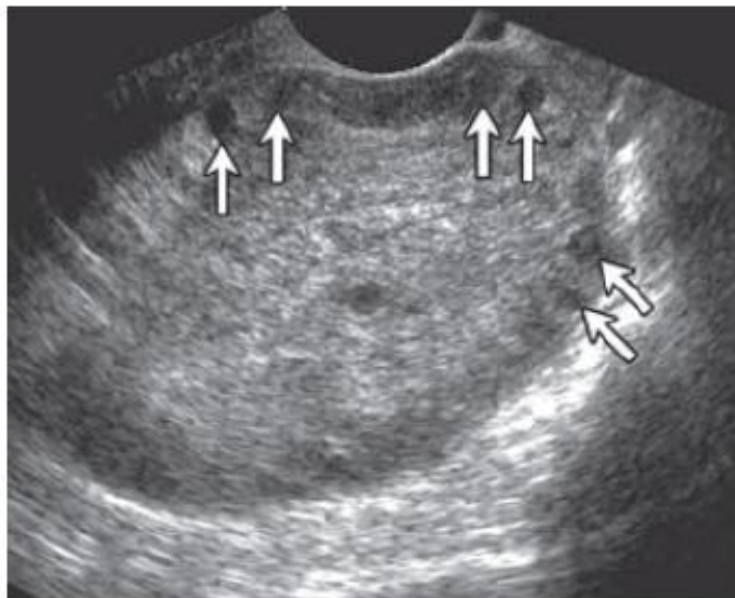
échographie montrant un ovaire élargi avec des microkystes [32]
